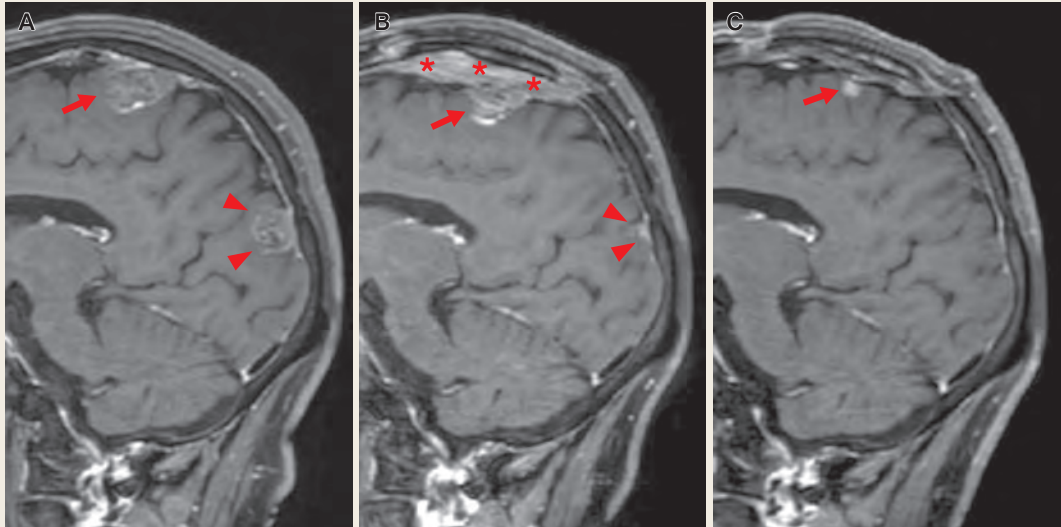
Serial change in gadolinium-enhanced T1-weighted sagittal magnetic resonance images (MRIs)
